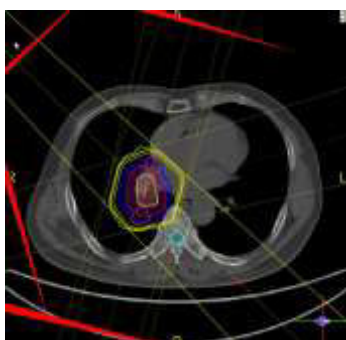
Hình CT. Không nhìn thấy u để lập kế hoạch xạ trị
